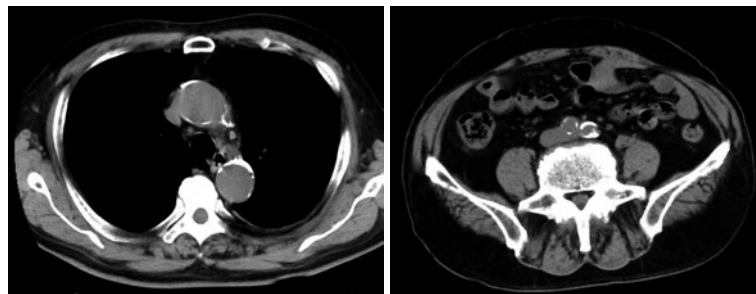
胸腹部単純CT所見 (治療開始 25 日目). 胸水の減少, 縦隔リンパ節および腹部大動脈から総腸骨動脈周囲の軟部影の縮小を認める.
